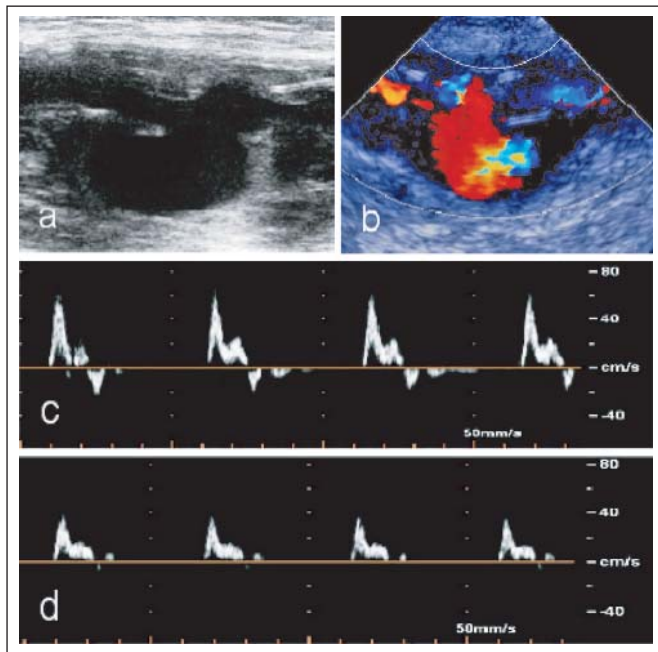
Duplexsonographische Diagnostik. (a): Bypass-Ruptur mit Dehiszenz der Rupturränder im B-Mode (Pfeil); (b): Pseudoaneurysma nach gedeckter Bypass-Ruptur im Color-Mode; (c): PW-Dopplersignal proximal der Ruptur; (d): PW-Dopplersignal distal des pulsierenden Hämatoms.
